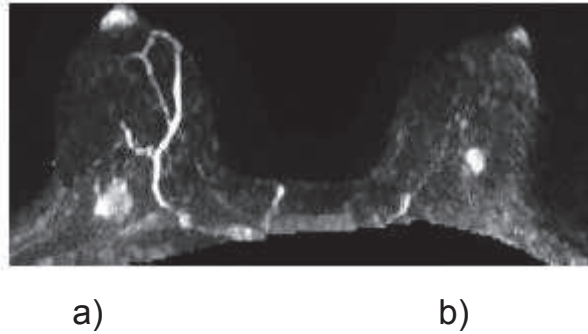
EXEMPLES D'IRM MAMMAIRE BI-SEIN
